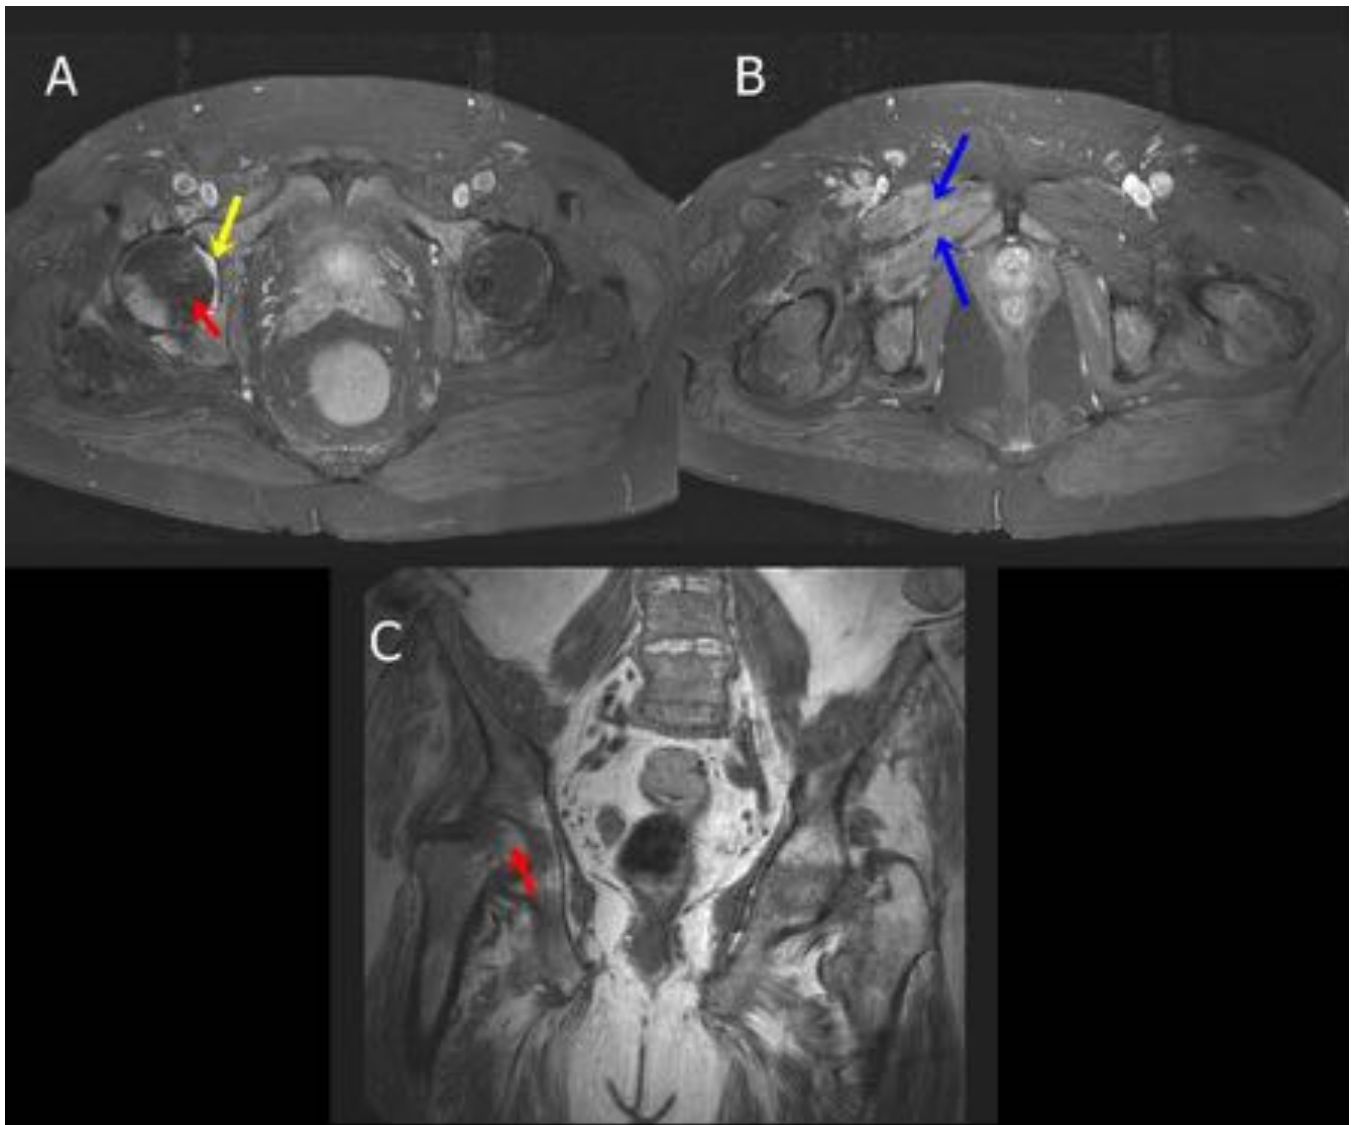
Artritis séptica. RM de caderas T1-Gd-SG y coronal T1. Derrame articular coxo-femoral derecho [Flecha amarilla en A] con hipercaptación en la sinovial en relación con artritis inflamatoria-infecciosa. Además, se observa hiposeñal en T1 sugerente de edema óseo en el cuello femoral derecho con captación postcontraste [Flecha roja en A y C]. Captación intramuscular asimétrica [Flecha azul en B] compatible con miositis infecciosa, sin colecciones organizadas.
